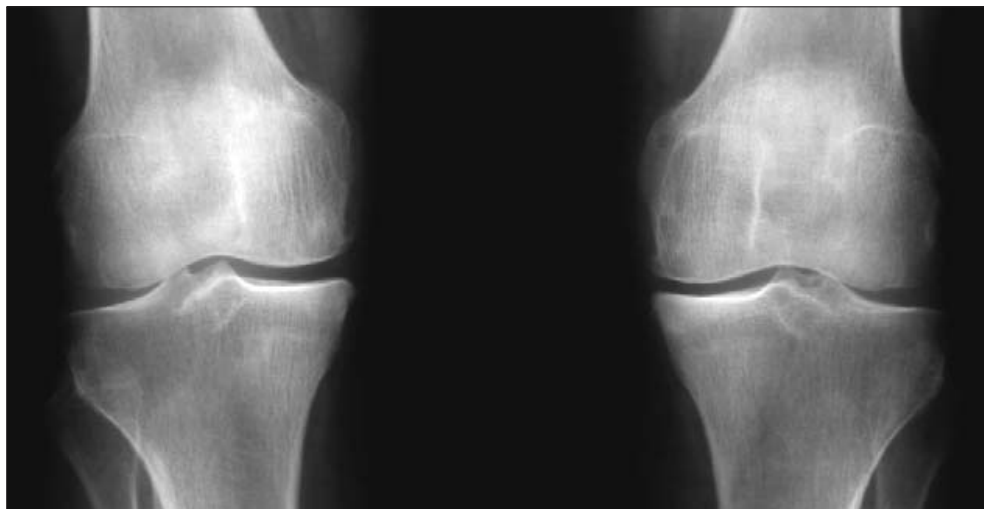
Рентгенограмма коленных суставов. ОА, стадия 2. Сужены щели суставов. Небольшие остеофиты на медиальных углах суставных поверхностей бедренной и большеберцовой костей
